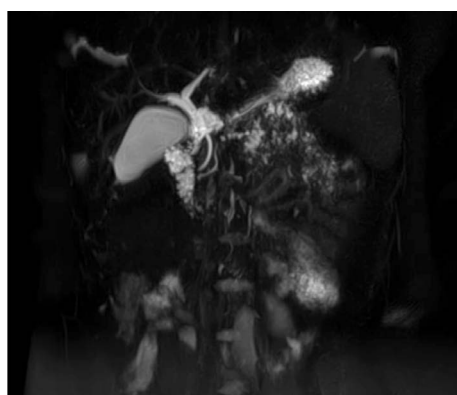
Магнитно-резонансная томография органов брюшной полости: расширенный вирсунгов проток за счёт конкрементов.
